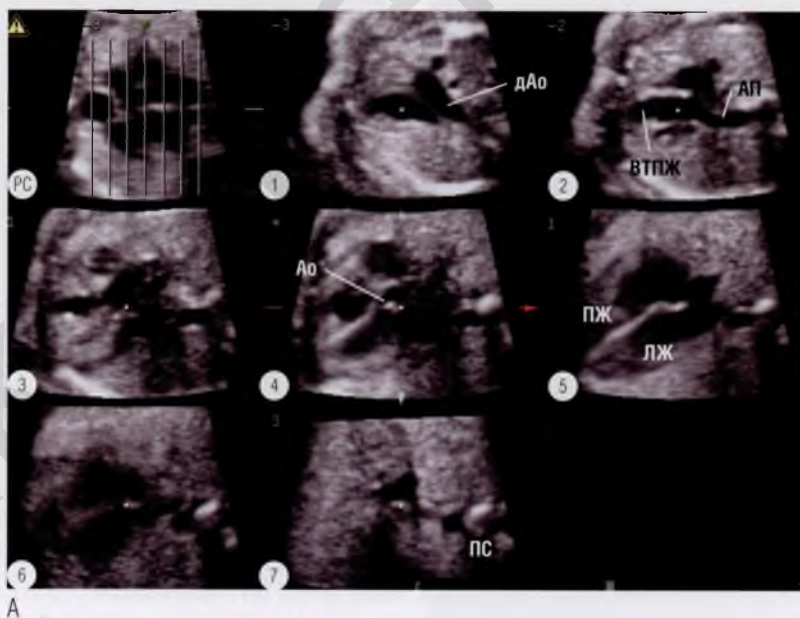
(А) Плод на сроке гестации 20 недель в положении HF. Сделано семь параллельных томографических ультразвуковых срезов в двухмерном режиме с интервалом 3 мм от уровня верхней части живота ①, ② до брюшной полости ⑥, ⑦. Расстояние между брюшной полостью и дугой аорты (дАо) всего 21 мм. На референсном срезе (РС) указаны все плоскости сечений. На срезе ① видна дуга аорты, на срезе ②, на 3 мм ниже, визуализируются выводной тракт правого желудочка (ВПЖ) и артериальный проток (АП). На срезе ④ видно начало отхождения аорты (Ао) от левого желудочка (ЛЖ), изображение ③ представляет собой срез в четырехкамерной позиции. Срез ⑦ — это срез на уровне брюшной полости. На этой серии срезов видно, что аорта находится всего на 3 мм выше среза в четырехкамерной позиции, в то время как легочный ствол (ЛС) расположен на 9 мм выше среза в четырехкамерной позиции. Желудок (Жел) и сосуды брюшной полости локализируются на 6 мм ниже среза в четырехкамерной позиции. ►
